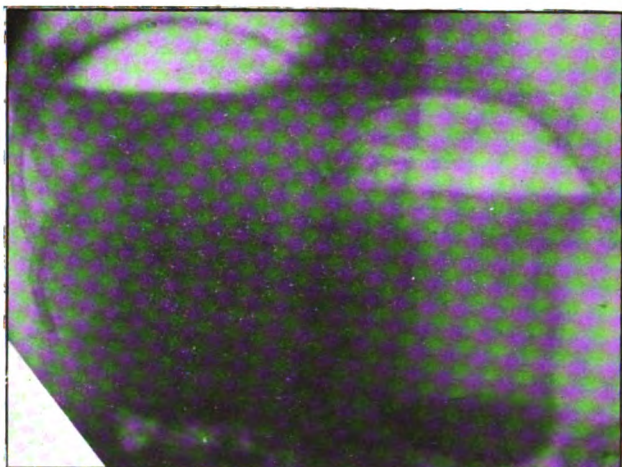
Radiographie prise dans la station debout, montrant la collection sous-phrénique droite et l'estomac rempli de liquide de stase et la région opaque.
